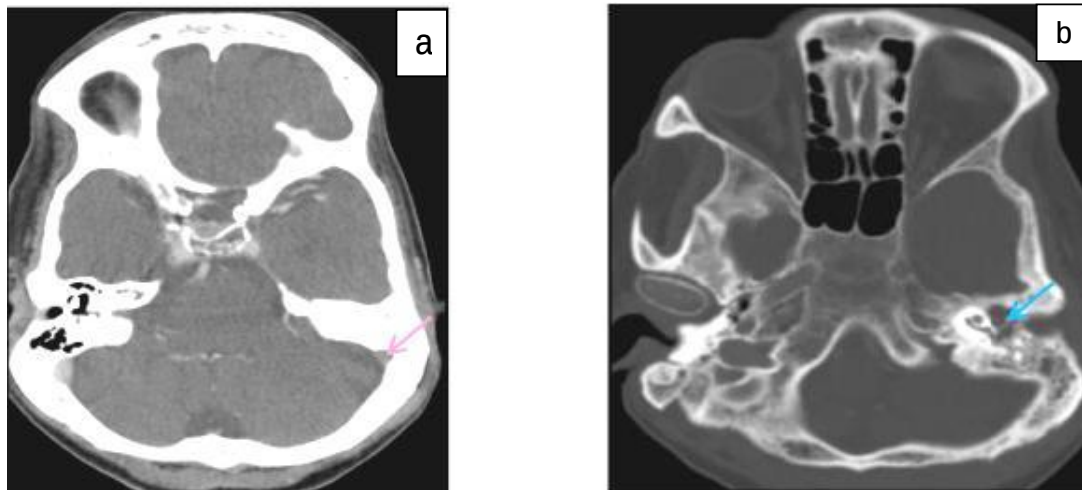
Patiente de 62 ans, suivie pour otite moyenne chronique gauche, consulte pour des céphalées associées à des signes focaux. Une TDM cérébrale en coupe axiale après contraste (a) a objectivé un défaut de rehaussement du sinus sigmoïde gauche → avec signes scannographiques (b) d'otite moyenne chronique →.
